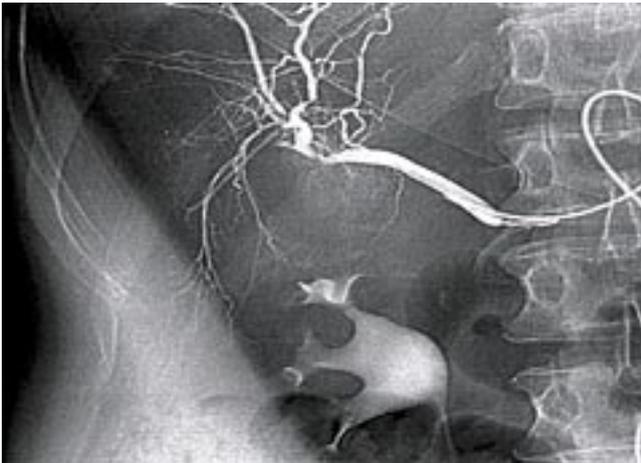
Регионарная инфузионная терапия. Введение мафусола в чревный ствол при деструктивной форме панкреатитаРис. 2. Регионарная инфузионная терапия. Введение мафусола в селезеночную артерию при деструктивной форме панкреатита
